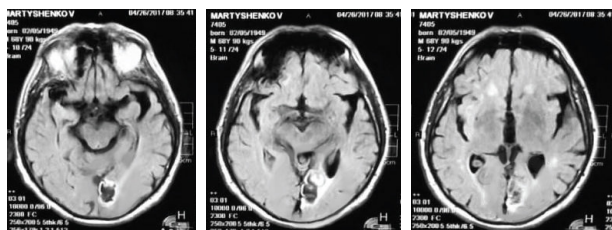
МРТ-снимок: сокращение очагов поражения
